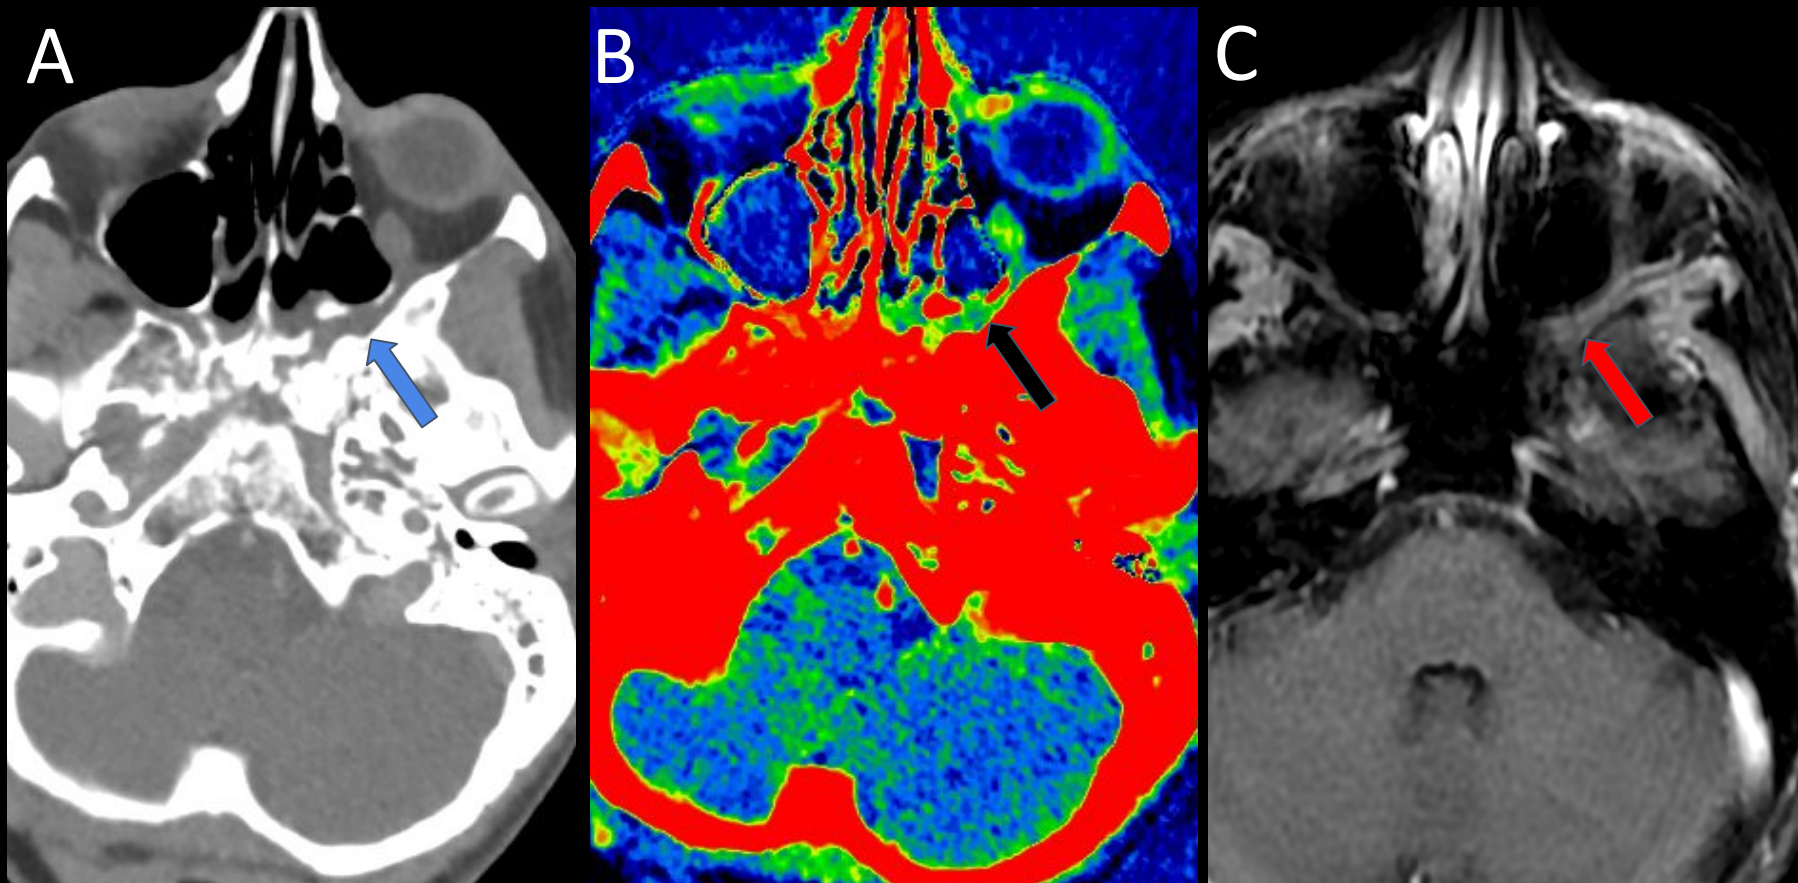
Continuación de caso de Fig 1. A: Imagen DECT axial de cuello con contraste, reconstrucción de 65 keV. B: Imagen DECT de cuello con contraste axial, mapa de yodo (reconstrucción con filtro rainbow). C: RM de cuello con contraste, T1 FS. Se identifica una densidad de tejido blando en la fosa pterigopalatina izquierda (A, flecha azul), que es más notoria en el mapa de yodo (B, flecha negra) y muestra la captación de contraste. En la resonancia magnética fue difícil definir la presencia de DPN (flecha roja); Este caso es un ejemplo de la utilidad de la DECT en la evaluación de DPN.
